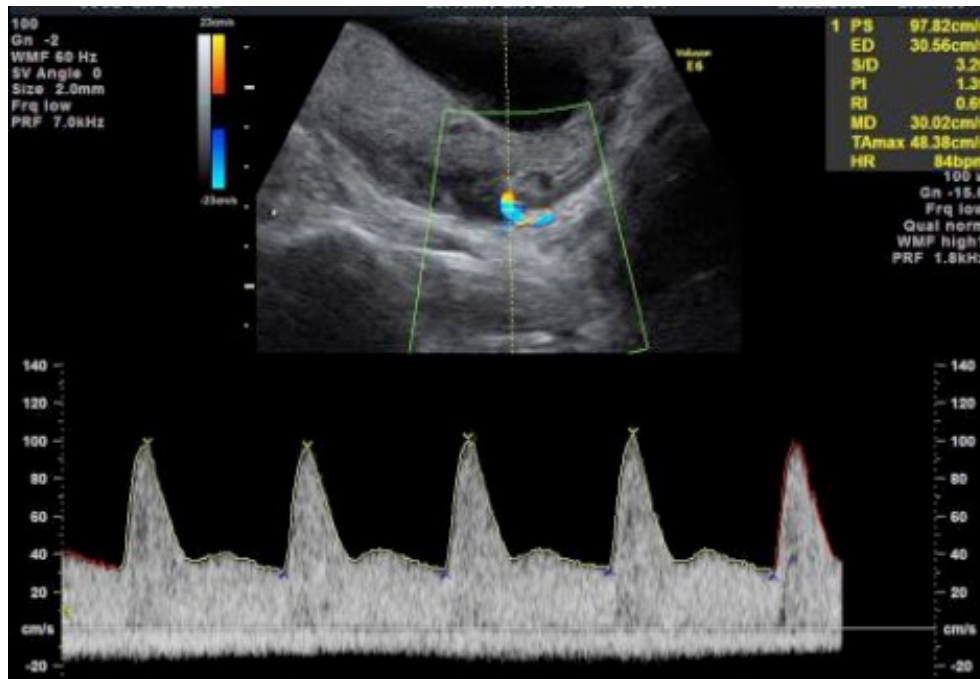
Examinarea ecografică transabdominală Doppler a arterei uterine în primul trimestru. Curbura arterei uterine este localizată într-o secțiune paracervicală și cel puțin trei unde identice sunt înregistrate, folosind un unghi de insonație cât mai apropiat de 0° .
